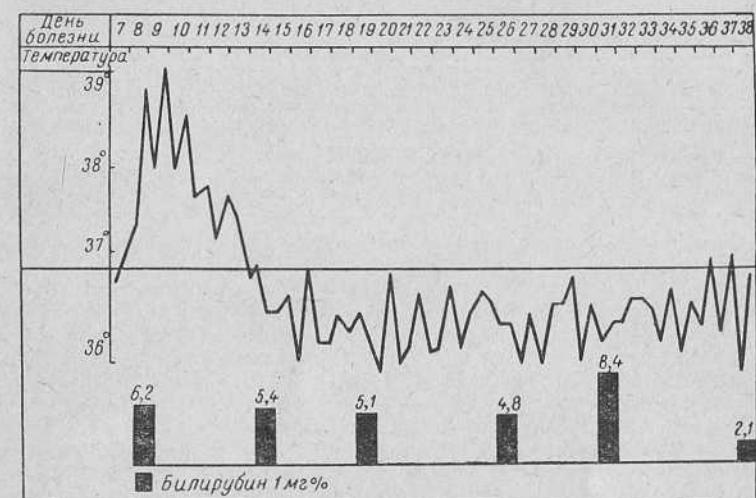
Больной Н., 24 лет. Посттрансфузионный гепатит. Температурная кривая.
